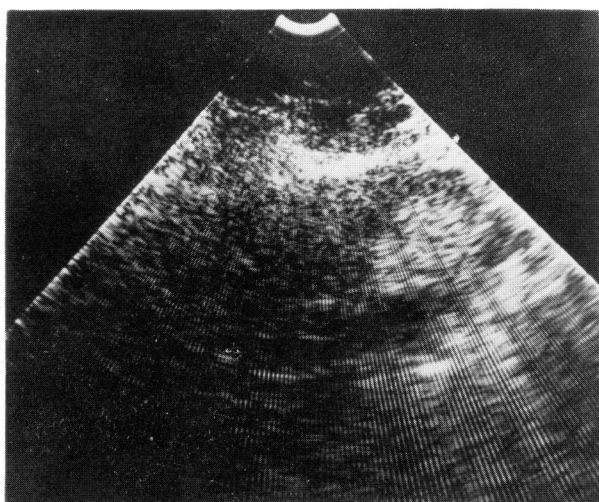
Ultrasonogram showing a high echogenic mass in the lower pole of the right kidney (longitudinal section)
